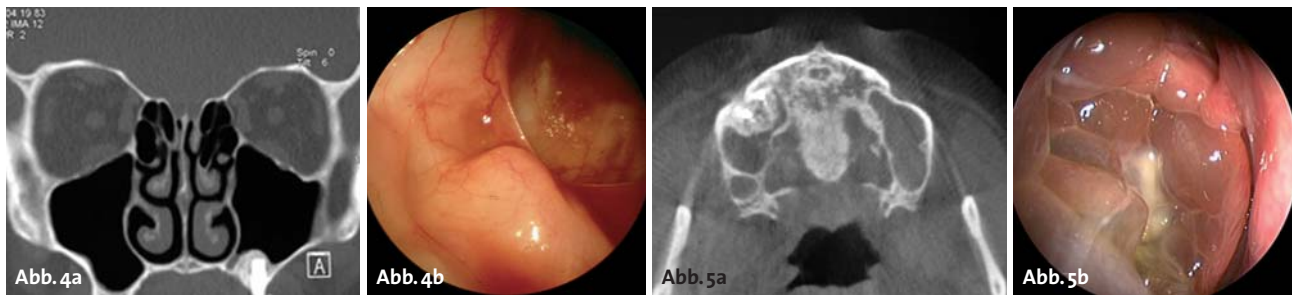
Fall 2: a) Koronares CT. b) Endoskopischer Befund 45°-Optik (Karl Storz, Tuttlingen): Reizlose Schleimhaut nach Sinuslift im Recessus alveolaris, Underwood'sches Septum. – Abb. 5: Fall 3: a) Axiales CT mit Zustand nach Sinuslift, Implantaten und chronisch polyöpöser Rhinosinusitis beidseits. b) Endoskopischer Befund über ein tiefes infratubales Fenster, 45°-Optik.
